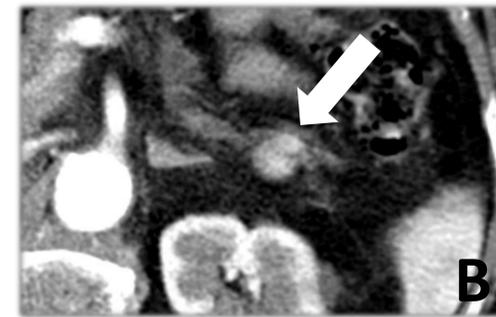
Imagen de TC, axial, fase portal. Lesiones hipervasculares múltiples en cuerpo y cola del páncreas. Tumor primario: mama.
